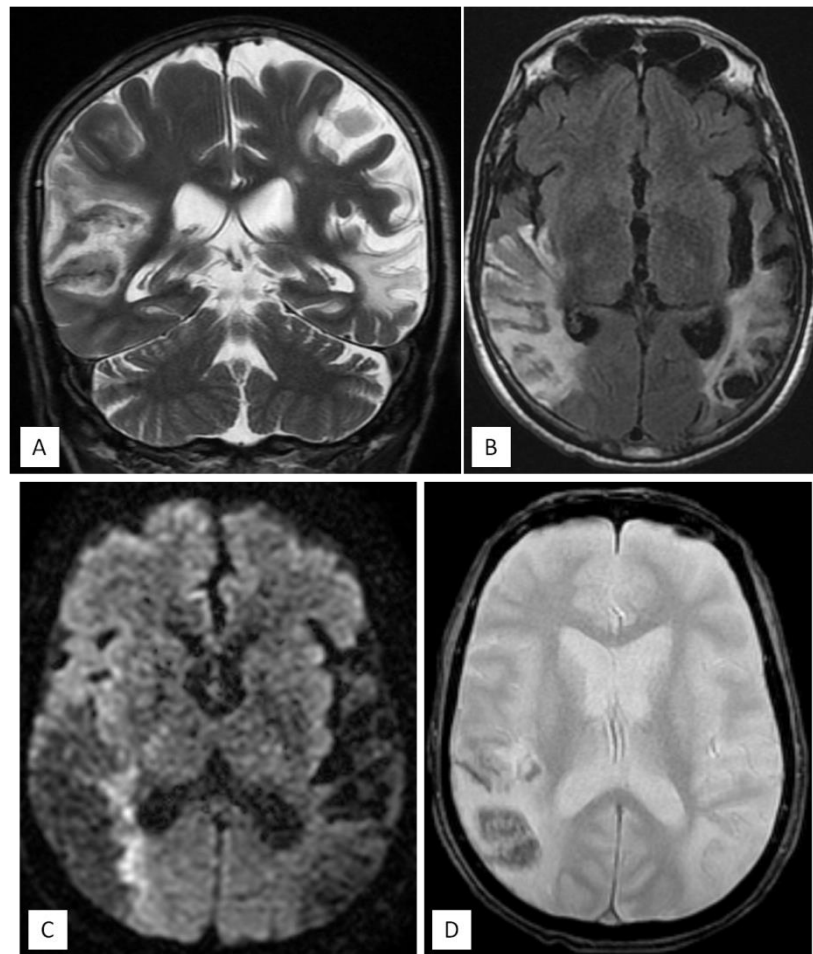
L'IRM objective la présence d'une plage lésionnelle cortico-sous corticale temporo pariétale droite, décrite en hypersignal T2 (coupe coronale : A) et FLAIR (coupe axiale : B), restrictive en diffusion (coupe axiale : C), contenant des zones en asignal T2* (coupe axiale : D), effaçant les sillons corticaux par endroit, d'allure vasculaire ischémique à la phase subaiguë.
